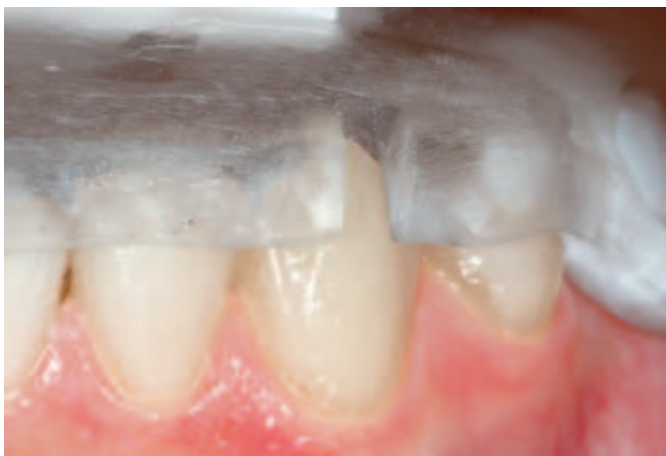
Eingelassene, scharf begrenzte Sichtfenster lassen eine permanent exakte Repositionierung der Schiene zu, sodass immer die gleiche Position der Schiene wie beim Röntgenscan gefunden werden kann.
